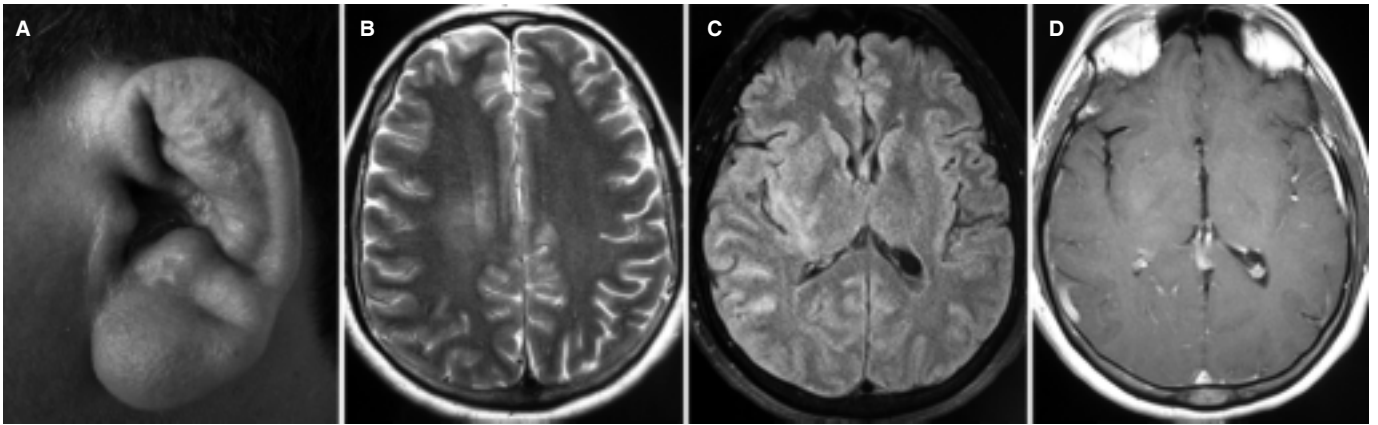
Deformación del pabellón auricular (A), así como IRM en secuencias T2 (B) y FLAIR (C) que muestran lesiones hiperintensas subcorticales en brazo posterior de cápsula interna, corona radiada, corteza insular y temporoparietal derechas. Secuencia T1 con gadolinio (D) que muestra reforzamiento leptomeníngeo temporal bilateral y parietal derecho en el segundo caso.
